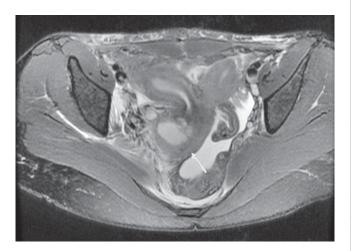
Corte axial de tomografía computada en donde observamos ambos cuerpos uterinos, piocolpo en hemivagina derecha, señalado por la flecha.
